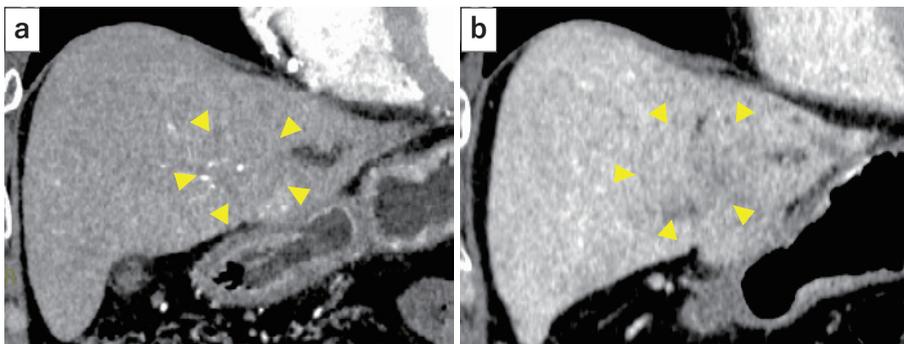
腹部造影CT（冠状断，a：動脈相，b：門脈相）。
